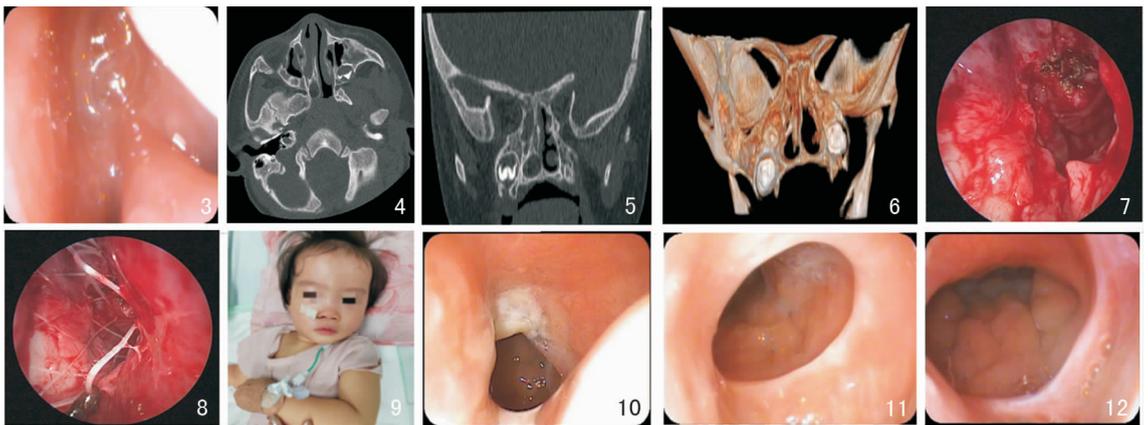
术前鼻咽镜(右侧后鼻孔) 图4 术前水平位CT 图5 术前冠状位CT 图6 术前鼻腔三维成像 图7 术中右侧后鼻孔成形 图8 术中放置支架后 图9 术后鼻腔带线外观 图10 术后1个月(右侧)复查 图11 术后1年(右侧)复查 图12 术后3年右侧复查
